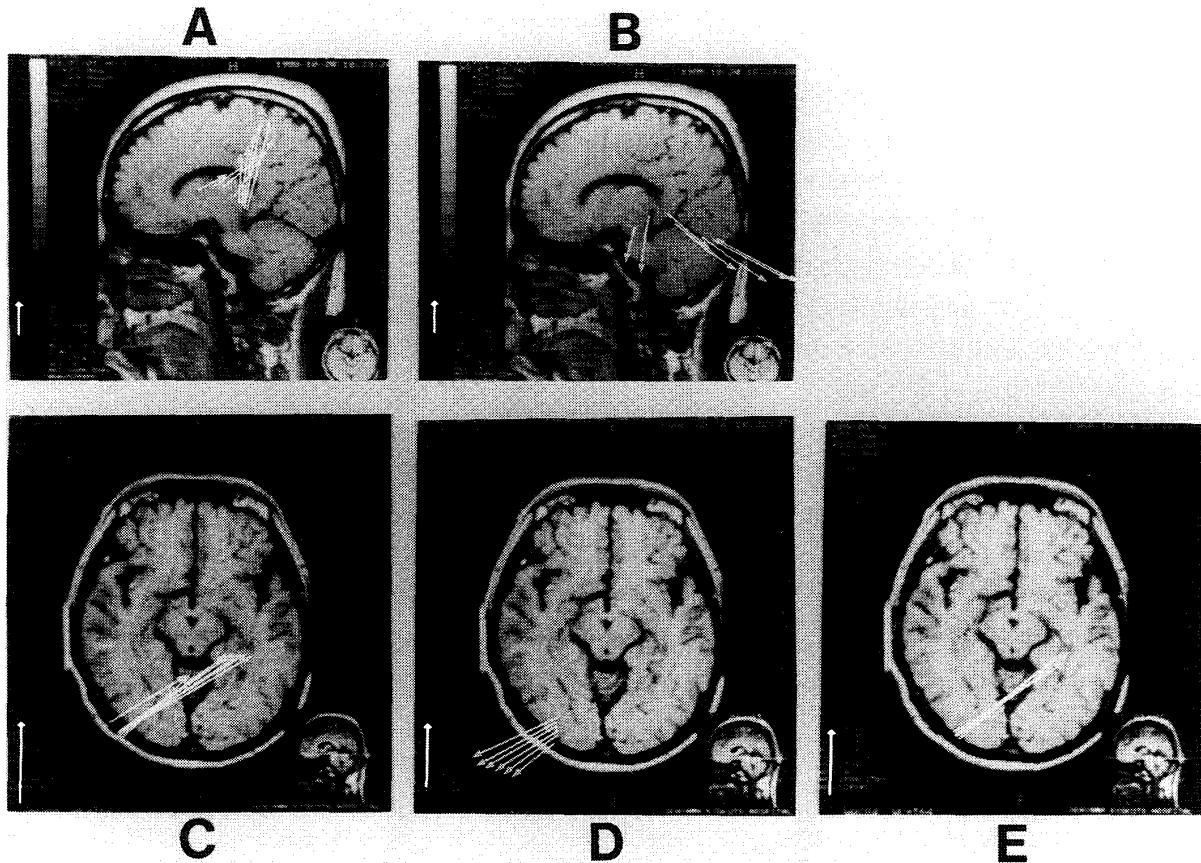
正常人の閃光刺激中潜時視覚誘発反応(上段)と右半側パターン反転中潜時反応(下段)の各EDとMRI scan像との複合的画像
